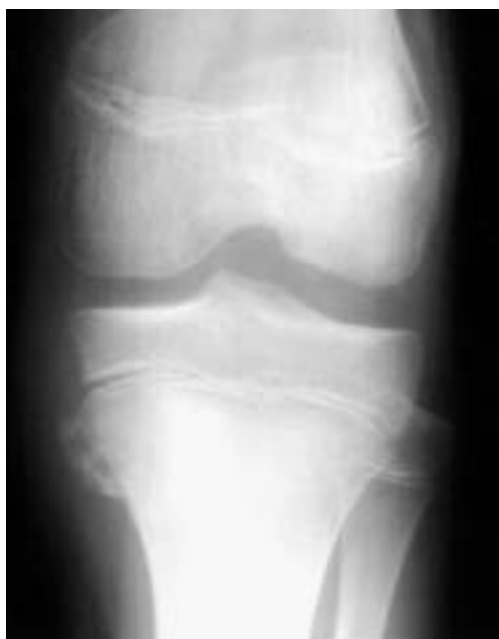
Radiografía simple inicial.
